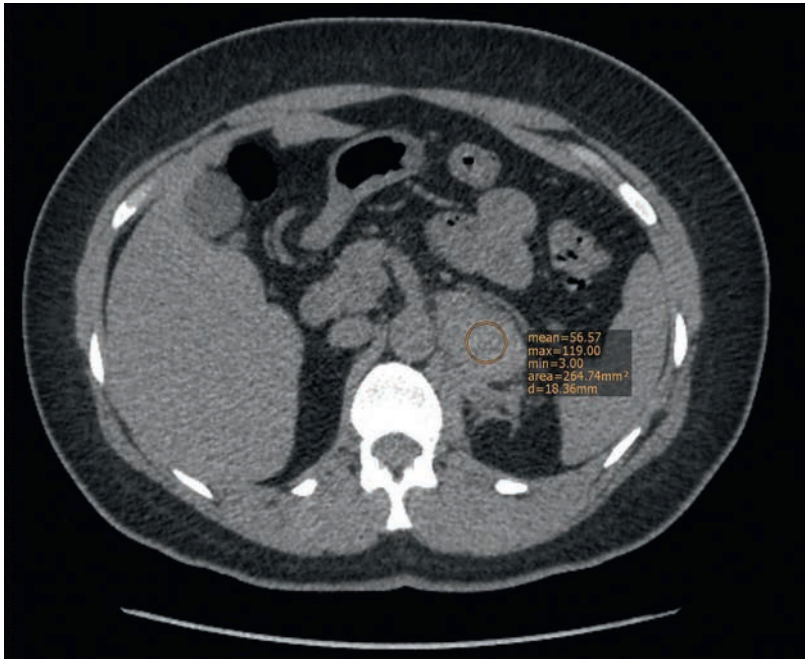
CT-Abdomen ohne Kontrastmittel vom Eintrittstag; Akutphase der Nebennierenblutung links.
